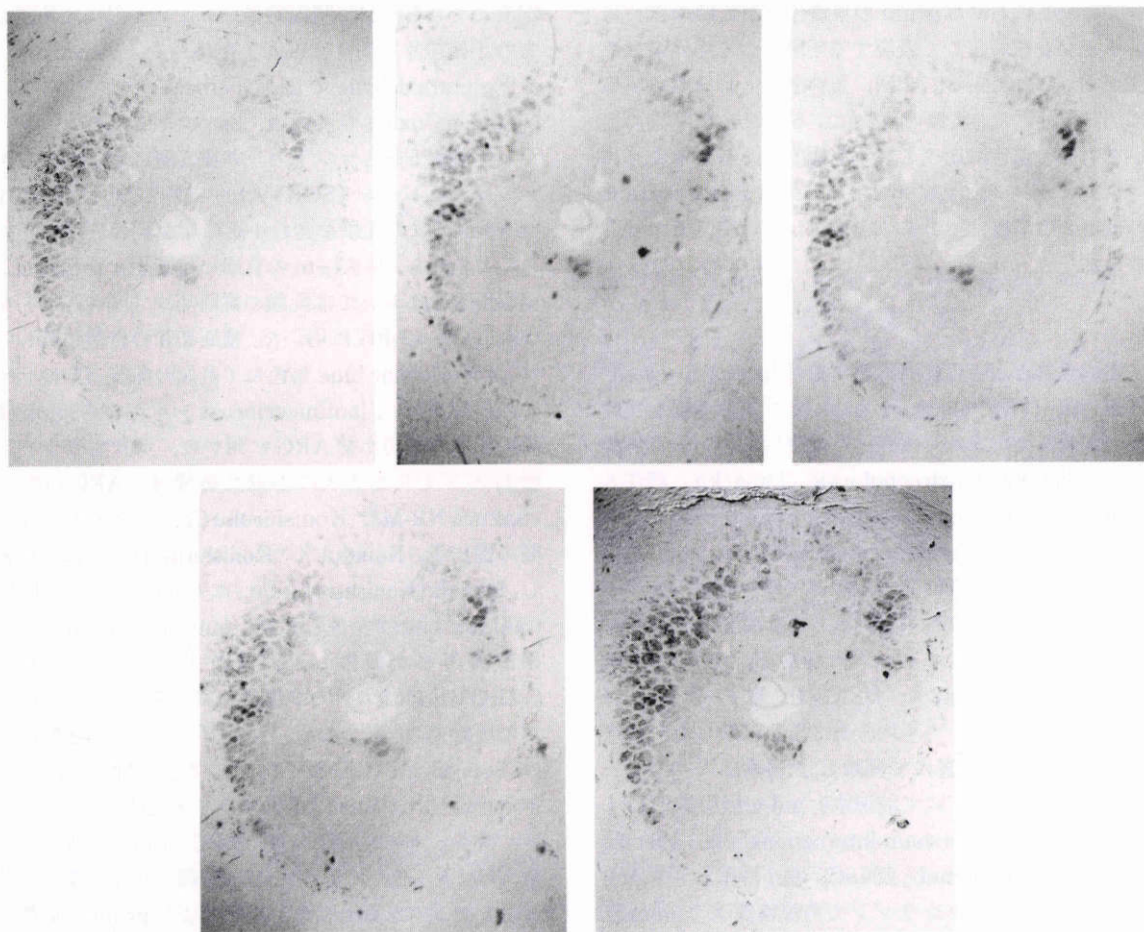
実験眼(灌流圧=30mmHg, 5時間)の lamina cribrosa レベルの視神経乳頭横断切片の autoradiograph. 視神経横断面内の grain の分布は均一ではなく, 局所的に強い集積が認められる. 5枚の連続横断切片における grain の分布パターンには著しい違いは認められない(写真上: 上側, 下: 下側, 左: 耳側, 右: 鼻側, ×20, toluidine blue 染色).
